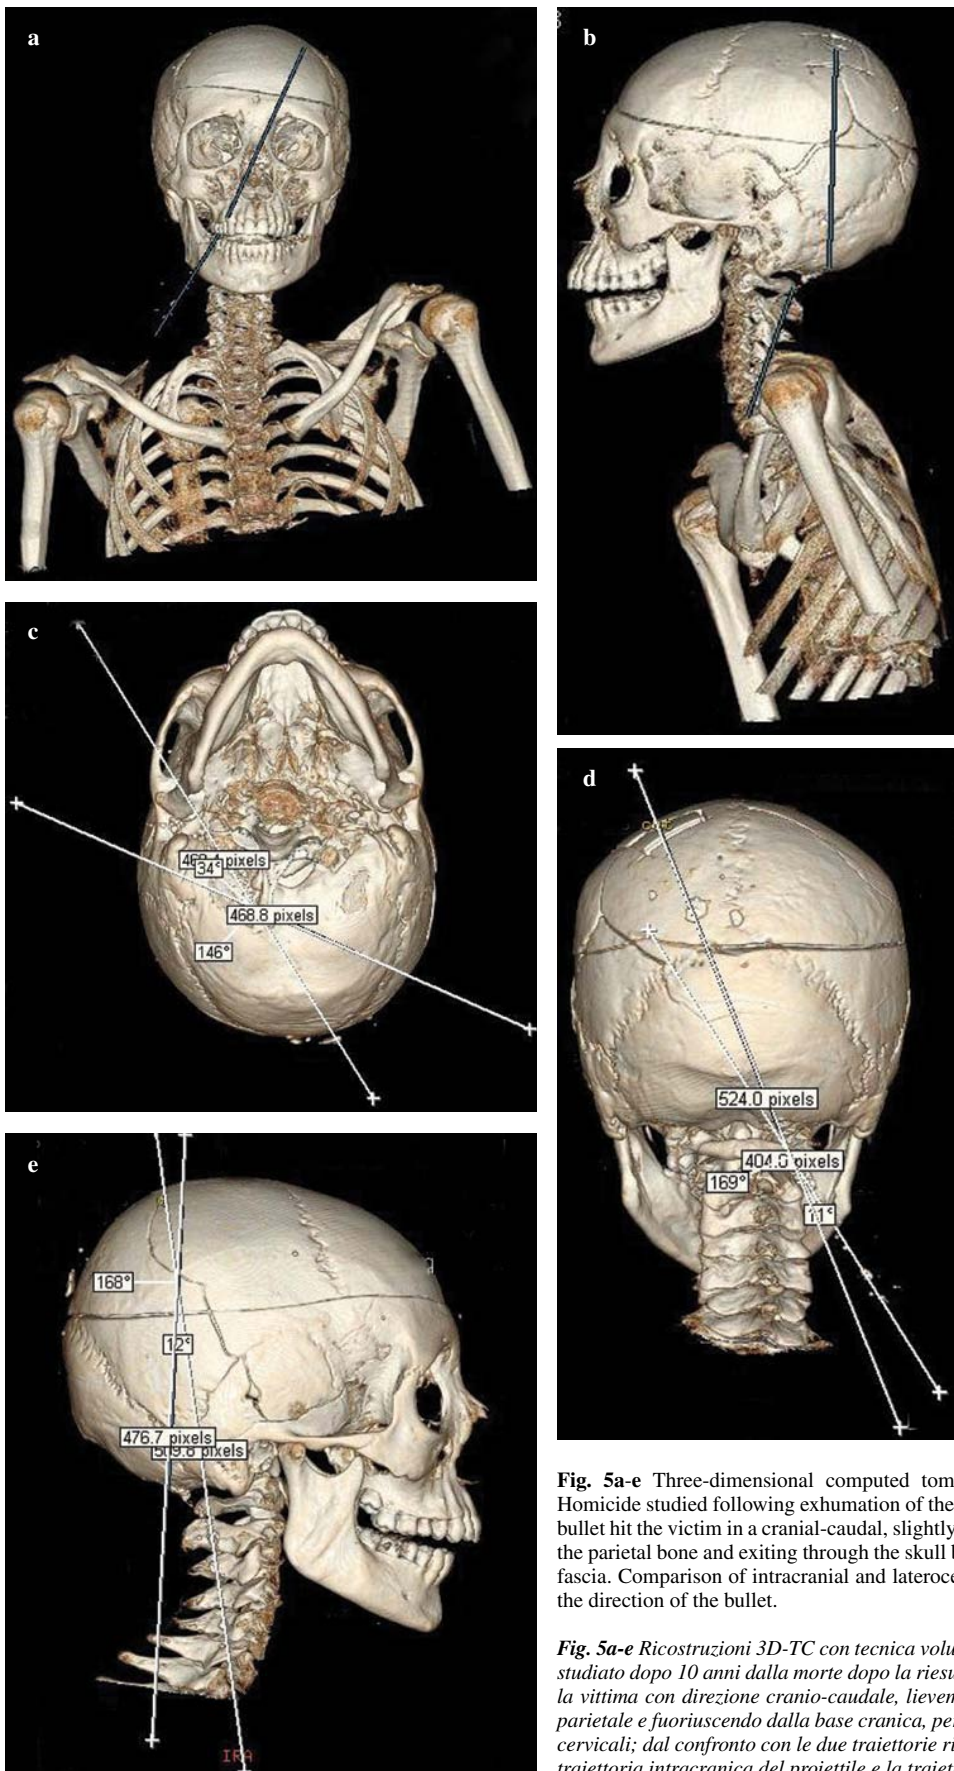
Three-dimensional computed tomography volume-rendered reconstruction. Homicide studied following exhumation of the body 10 years after the victim's death. The bullet hit the victim in a cranial-caudal, slightly anteroposterior, direction entering through the parietal bone and exiting through the skull base, then passed through the laterocervical fascia. Comparison of intracranial and laterocervical trajectories reveals a discrepancy in the direction of the bullet.
